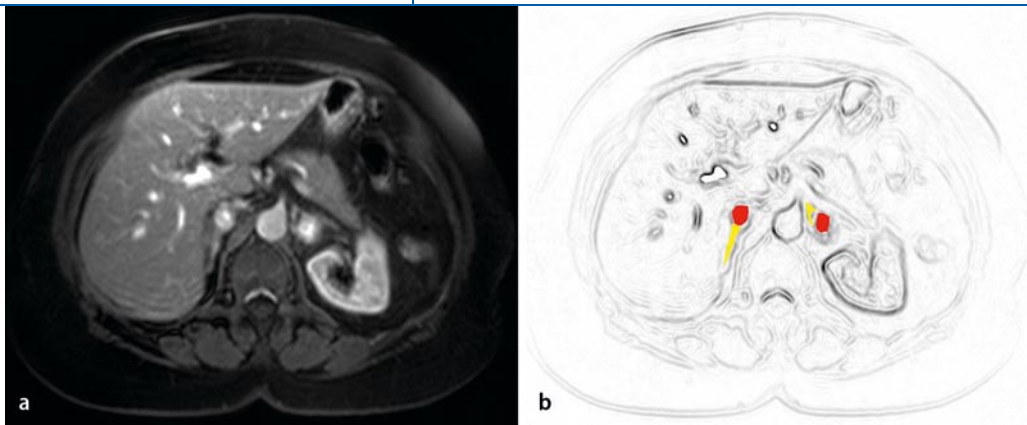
◀ Bilaterale Phäochromozytome bei von Hippel-Lindau-Syndrom vor bilateraler minimal-invasiver Nebennierenresektion. a Magnetresonanztomographie (T2-Gewichtung). b rot Phäochromozytome, gelb normale Nebenniere
